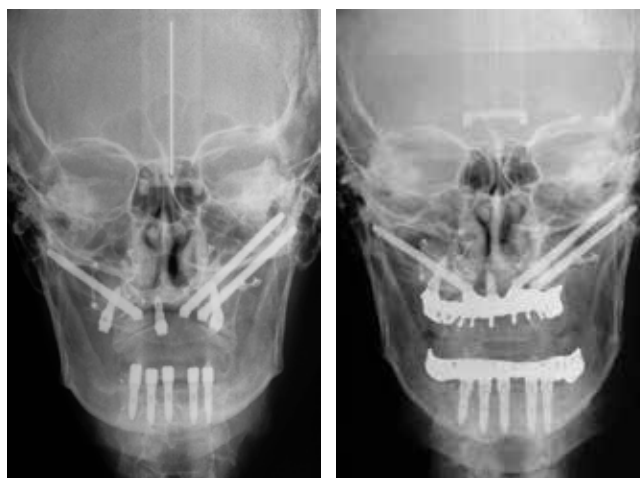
Radiografía frontal de la finalización de la intervención quirúrgica y posterior seguimiento a la hora de la entrega de la prótesis híbrida definitiva.
